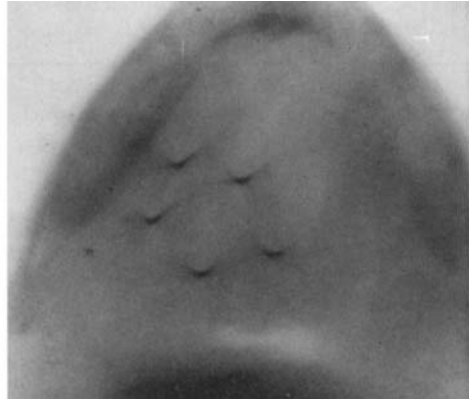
Endocuriethérapie avec fils d'iridium 192, tomographie transversale dans un cas de carcinome épidermoïde glosso-amygdalien gauche. Les cinq lignes radio-actives apparaissent sous forme de 5 points : les 2 points postérieurs répondent à l'épingle double dans la base de langue, les 2 points antérieurs répondent à l'épingle double dans la langue mobile, le point latéral gauche répond à l'épingle simple dans le pilier antérieur. On voit que le volume-cible se présente comme un cylindre vertical à section 'grosso modo' circulaire.
